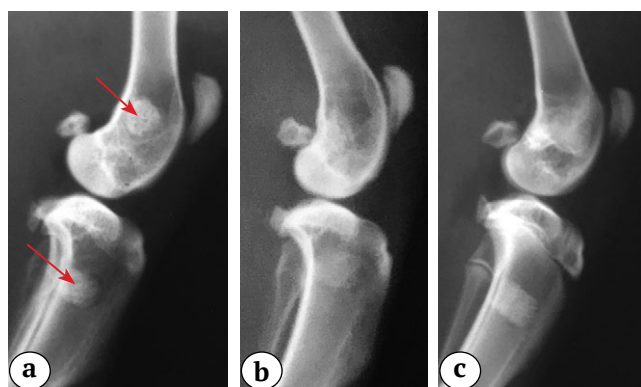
Рентгенограммы области имплантации в день операции:
